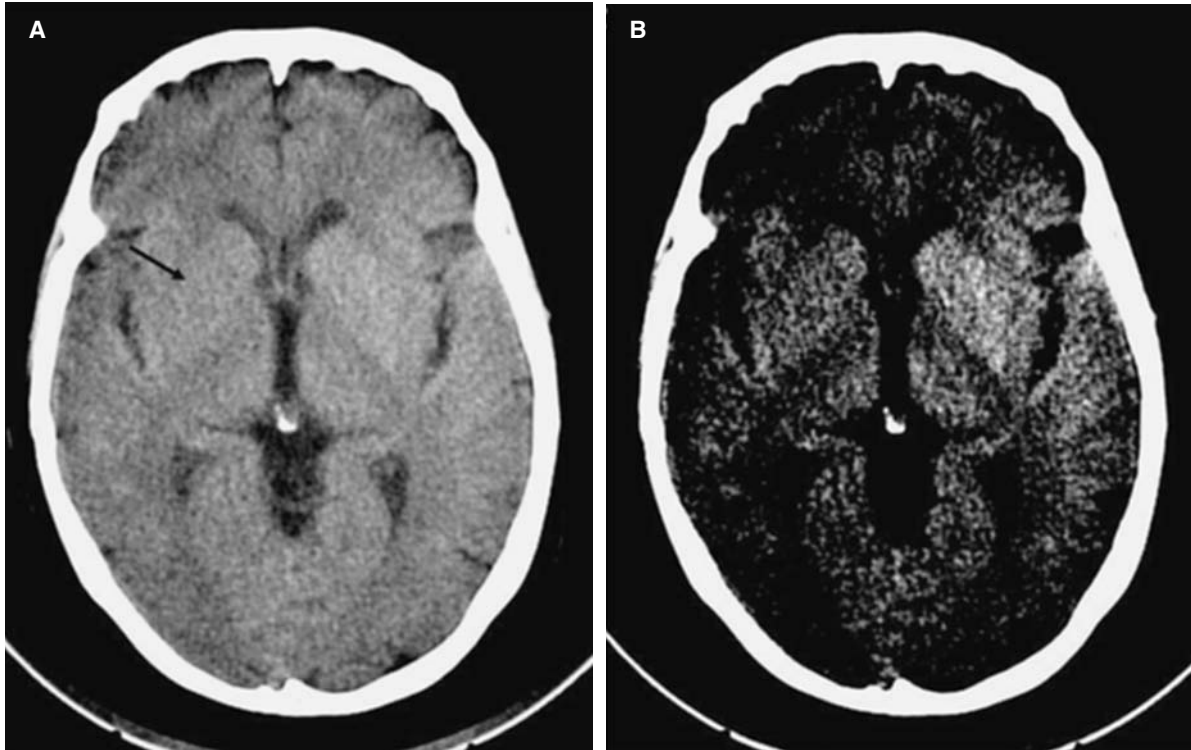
Tomografía computarizada (TC) en paciente con déficit hemisférico derecho de reciente instauración. A: TC de cráneo con ventana estándar, se aprecia una menor densidad localizada en el núcleo lenticular derecho en comparación con el izquierdo. B: con una ventana más estrecha aumenta la diferenciación entre la lesión isquémica y el parénquima sano adyacente.
